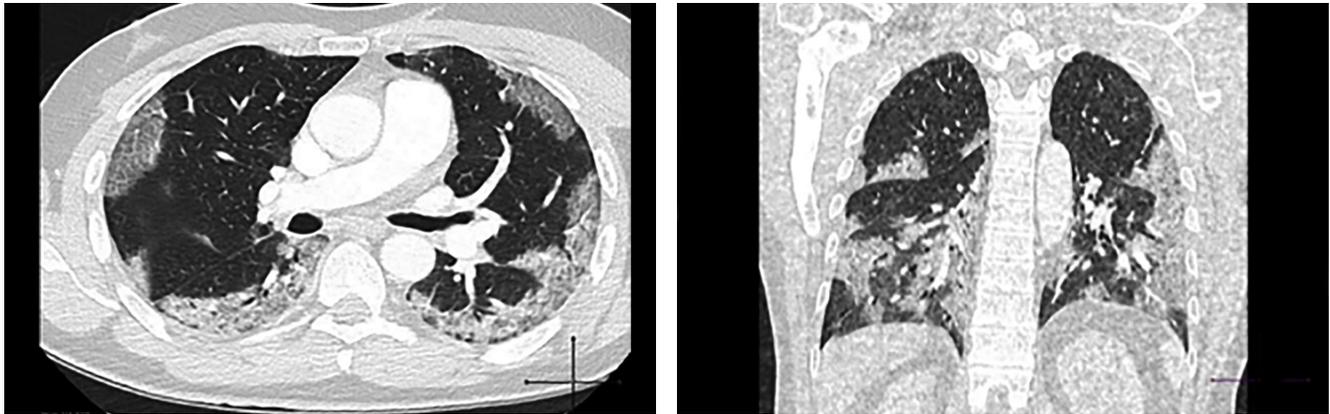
Compromiso multilobar periférico: patrón clásico. Paciente de 57 años, con clínica de tos seca, fiebre, leucocitosis e insuficiencia respiratoria hipoxémica. La TC evidencia opacidades subpleurales multilobares, con tendencia a la consolidación. La reconstrucción coronal confirma la localización subpleural, de predominio en lóbulos inferiores.
